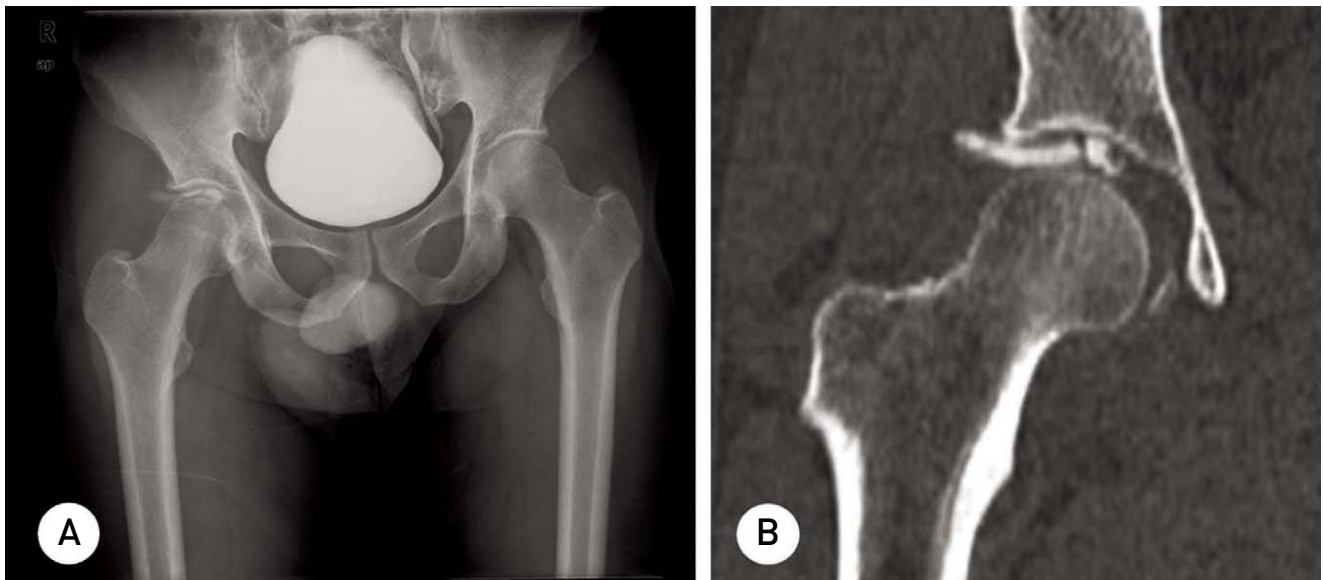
(A) Anteroposterior radiograph of the both hip and (B) CT scans show intraarticular osteochondral fragment and posterior wall fracture of acetabulum.
